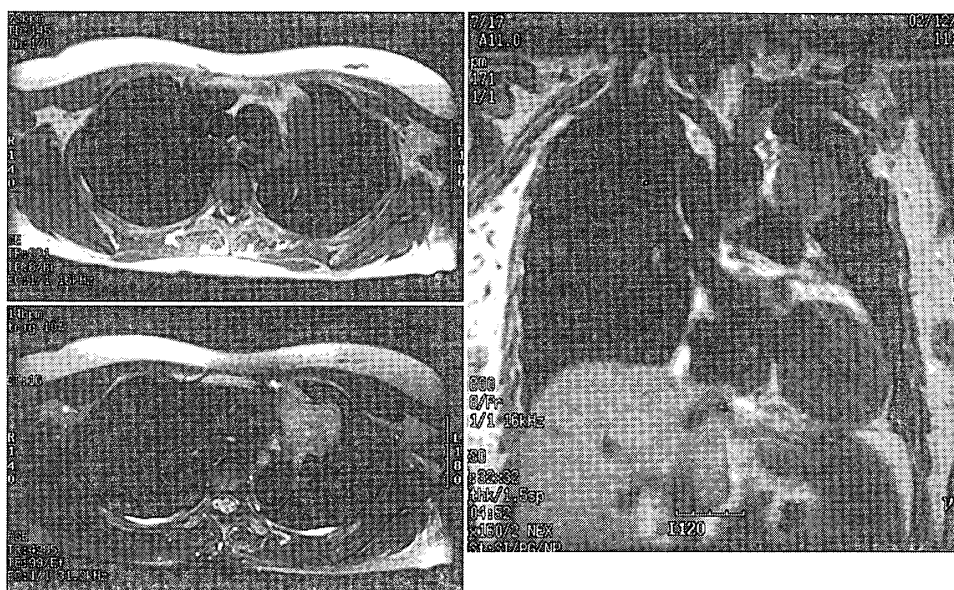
Chest MRI showing same mass as CT. It displays a little low intensity in T-1 weighted image, and high in T-2.
